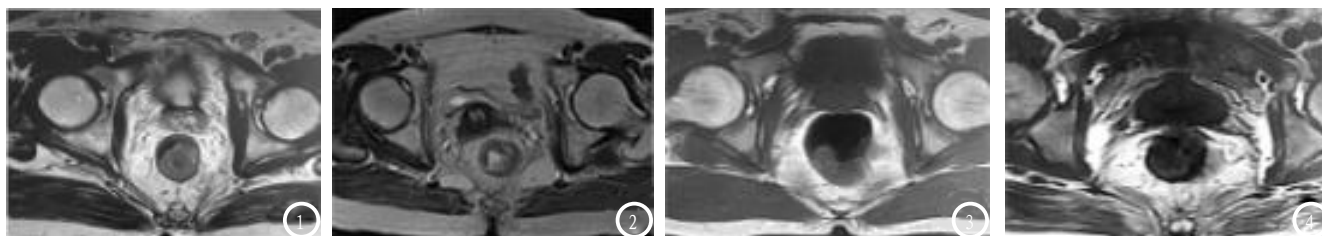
T1期患者, MRI图像可见肌层清晰、完整且与周围脂肪界面完好; 图2 T2期患者, MRI图像可见直肠前壁局限性增厚, 局部呈结节状软组织影向腔内突, 局部直肠粘膜层及肌层结构消失; 图3 T3期患者, MRI图像可见肿瘤信号超出肌层, 肌层与周围脂肪的界面消失, T1WI表现为不规则的等信号影从肠壁肿瘤伸入高信号的肠周脂肪中; 图4 T4期患者, MRI图像可见肿瘤向前方侵犯周围脏器。
